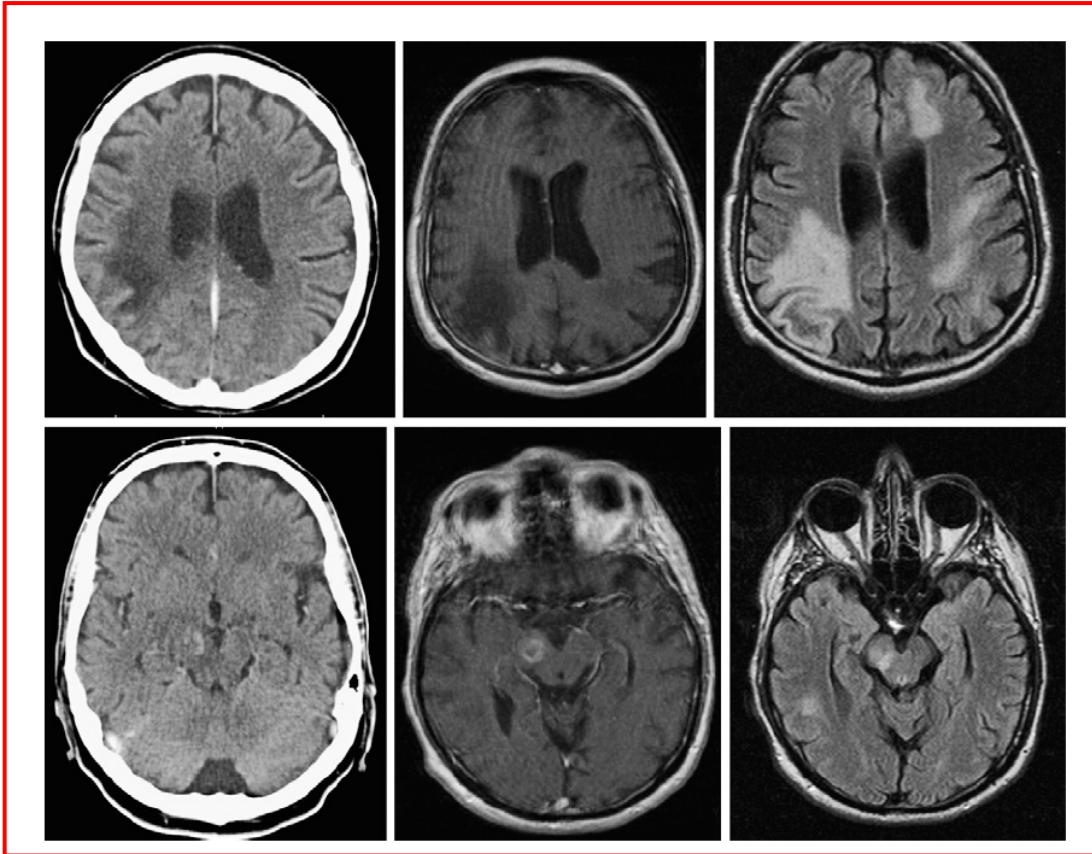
Immagini ottenute per mezzo di TAC e MRI eseguite in un paziente affetto da AIDS e la cui autopsia ha confermato la diagnosi di PML e toxoplasmosi cerebrale. Nell'immagine in alto a sinistra, la TAC mostra piccole lesioni ed evidenzia un'area più piccola rispetto a quanto mostrato dalla MRI. Nella colonna centrale si può osservare l'immagine MRI in modalità T1 che evidenzia una lesione di grandi dimensioni ed ipointensa nella regione destra del lobo occipitale (a livello del giro angolare e del solco intraparietale). A destra invece, l'immagine in modalità T2 rivela la presenza di un interessamento multifocale tipico della PML con ulteriori lesioni della sostanza bianca nella parte sinistra dei lobi frontale, temporale e occipitale. Si nota che le lesioni non colpiscono la materia grigia. Nella fila in basso, la TAC mostra un aumento del contrasto nel peduncolo cerebrale destro, analogamente a quanto ottenuto con il gadolinio nella colonna centrale. Queste lesioni caratterizzate da aumento del contrasto corrispondono alla toxoplasmosi cerebrale evidenziata in fase di autopsia. Nell'immagine in modalità T2 di destra, una ulteriore lesione iperintensa causata dalla PML può essere evidenziata nella sostanza bianca nella regione posteriore destra del giro.
